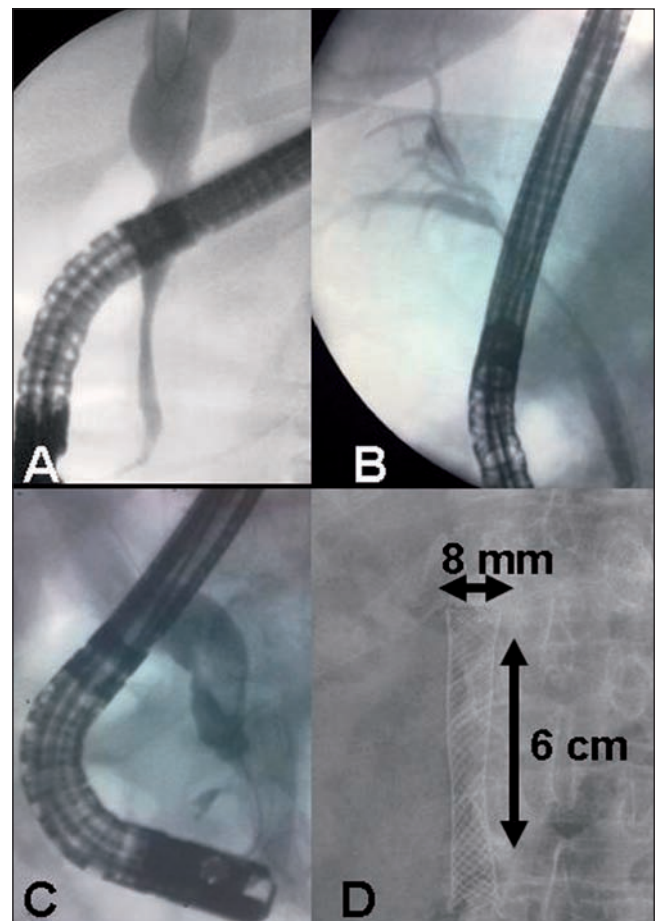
A y B. Estenosis biliar benigna distal. Tras mantener una prótesis totalmente recubierta durante cuatro meses, se observa en la radiografía B que el calibre coledociano se ha corregido y ya no hay dilatación supraestenótica. C y D. Coledocolitiasis y estenosis distal inflamatoria que impidió extraerla, a pesar de haber realizado una dilatación con balón hidrostático. Tras mantener varios meses la prótesis *Wallflex* pudo extraerse definitivamente.
